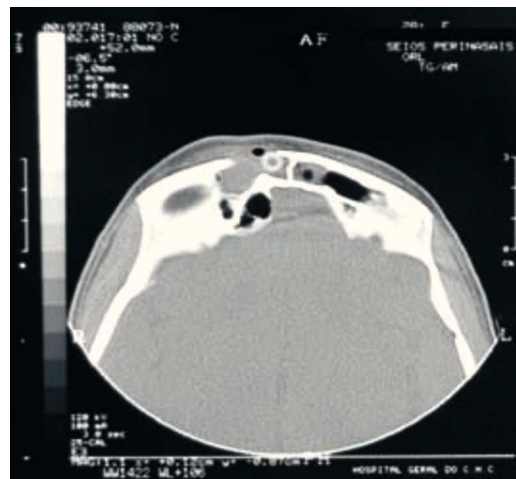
Ressonância magnética dos seios perinasais: Lesão frontal com extensão intra-craniana e aparente solução de continuidade a nível da delimitante óssea.
